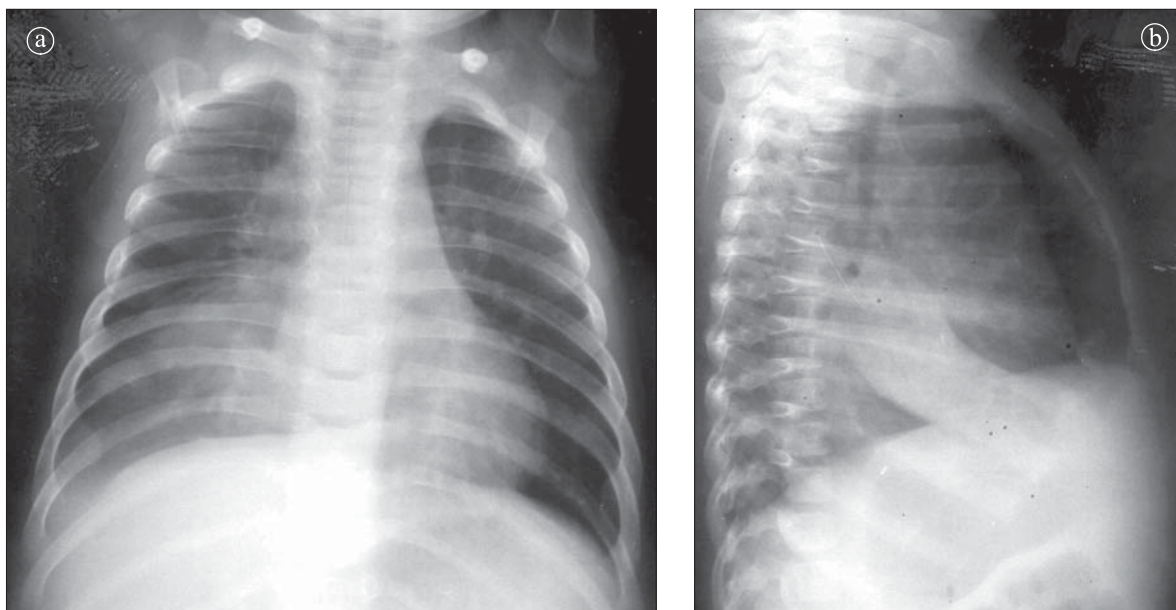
Radiografie toracică: a) în incidență PA, b) în laterolateral drept. Atelectazie lob mijlociu drept. Opacitate cu structură omogenă și caractere retractile.
